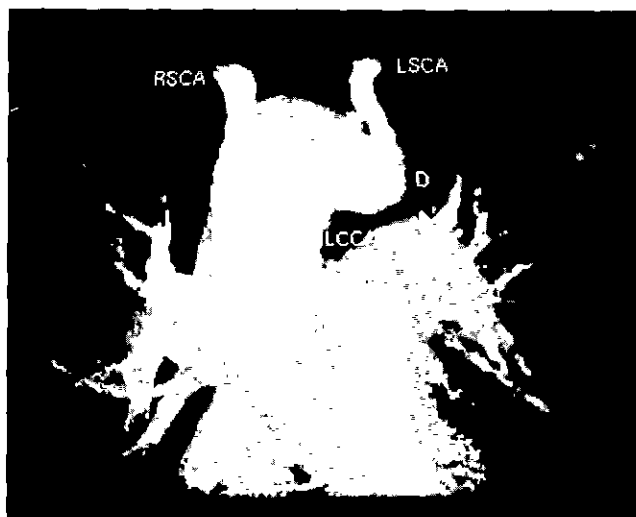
3-dimensional reconstruction of computerized tomography showing Kommerell's diverticulum (D, Kommerell's diverticulum, LSCA: Left subclavian artery, RSCA: Right subclavian artery, LCCA: Left common carotid artery)
